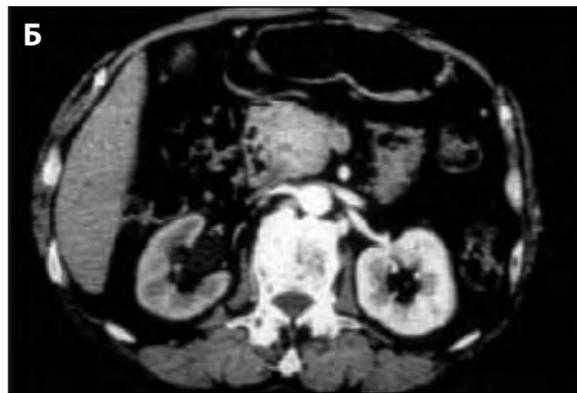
КТ органов брюшной полости при АИП, ассоциированного с ретроперитонеальным фиброзом (по T. Kamisawa и соавт., 2005 [72]): а — диффузное увеличение ПЖ; б — инфильтрат, окружающий аорту, правосторонний гидронефроз
